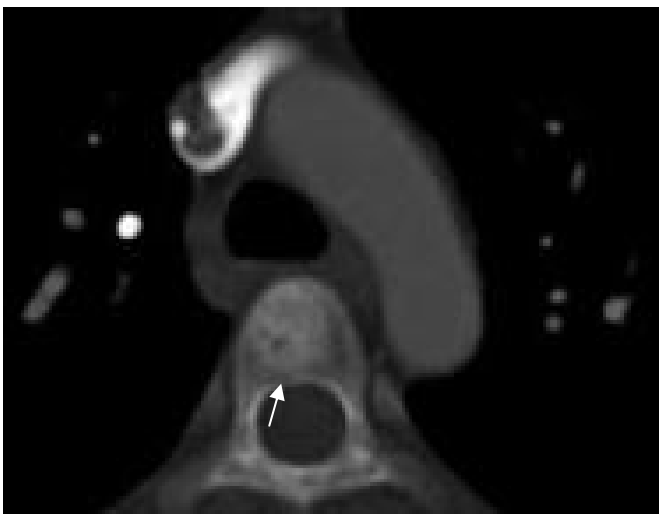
Aksiyal (a) ve 2D koronal reformat (b) BT kesitinde perivertebral venöz pleksus içinde akrilik semente ait hiperdens dolum defektleri izleniyor (oklar).
